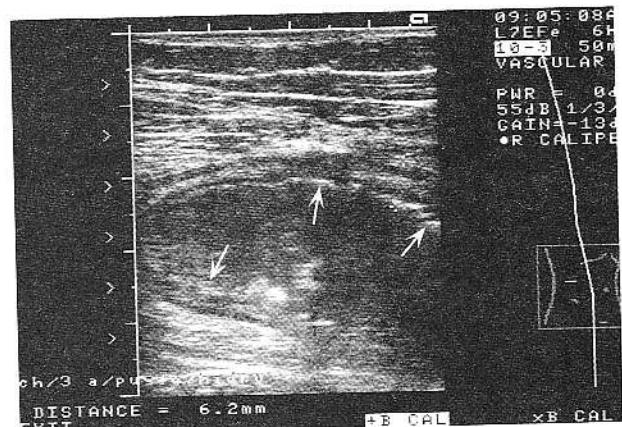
Rectocolită hemoragică – formă severă. Examinare cu contrast hidrosonografic cu evidențierea exulcerărilor mucoasei (săgeți) și îngroșarea peretelui colonic (d = 6,2 mm).
